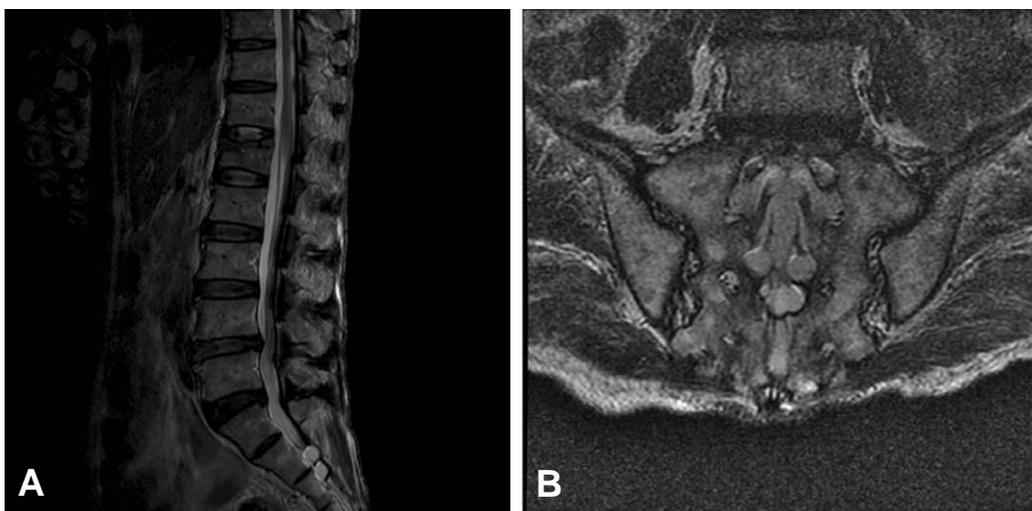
Perineural cysts along both S2,3,4, nerve roots in sagittal (A) and coronal (B) T2 weighted MR images.
